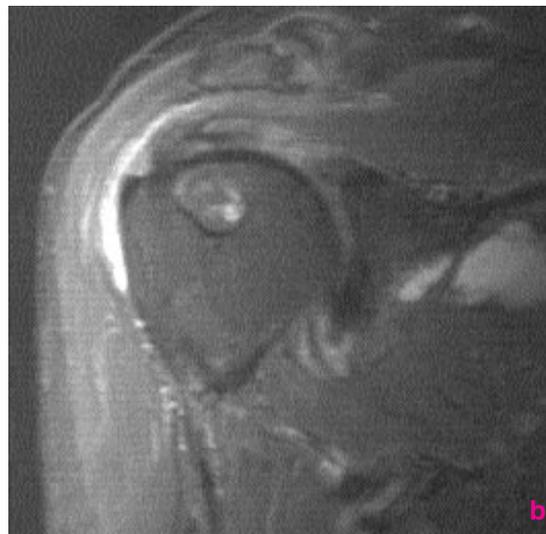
Amylose chez un patient dialysé depuis 12 ans. a) La radiographie standard montre les très volumineuses géodes aux zones de réflexion de la synoviale; b) l'IRM montre l'absence d'hypersignal important du contenu des géodes qui correspond à un dépôt amyloïde amorphe.
